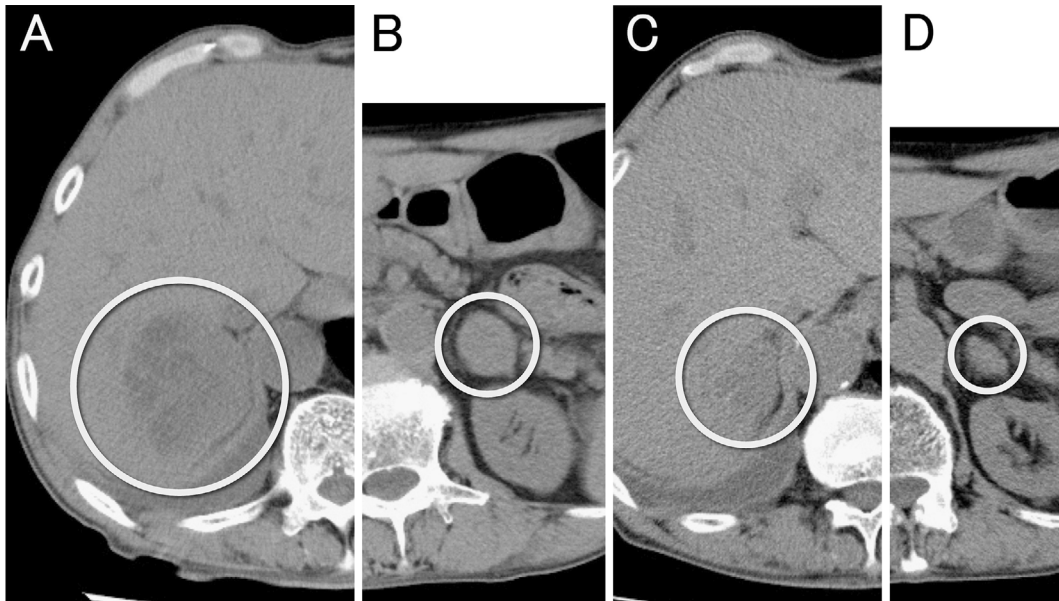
(A) An abdominal CT scan obtained before the induction of nivolumab. Right adrenal metastasis was shown (circle). (B) Left adrenal metastasis was also shown before nivolumab induction (circle). (C) An abdominal CT scan obtained at six weeks after nivolumab induction. The right adrenal metastasis was shrinking (circle). (D) The left adrenal metastasis was also shrinking (circle) at six weeks after nivolumab induction.
